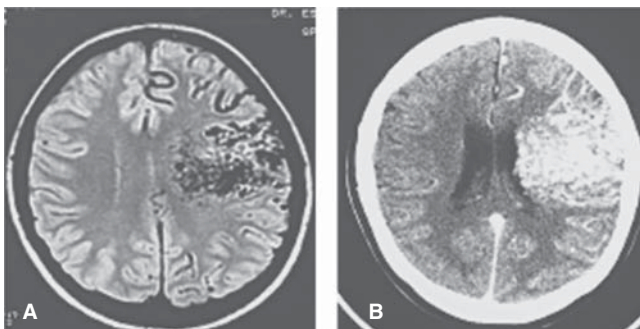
Malformación arteriovenosa. Imágenes por resonancia magnética (A) y tomografía axial computarizada (B) demostrando la presencia de una MAV en el lóbulo frontal del lado izquierdo. La TAC con medio de contraste (B) muestra una lesión hiperdensa que capta bien el medio. Cortesía del Servicio de Imágenes Diagnósticas, Fundación Santa Fe de Bogotá; Bogotá, Colombia.
